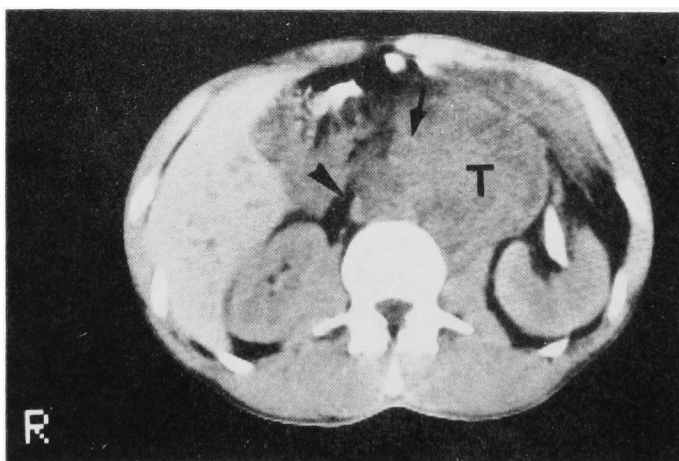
Abdominal CT in the infrahilar level in the case 2. T indicates main retroperitoneal tumor which involved aorta indicated by arrow and deviated inferior vena cava indicated by arrow head.
